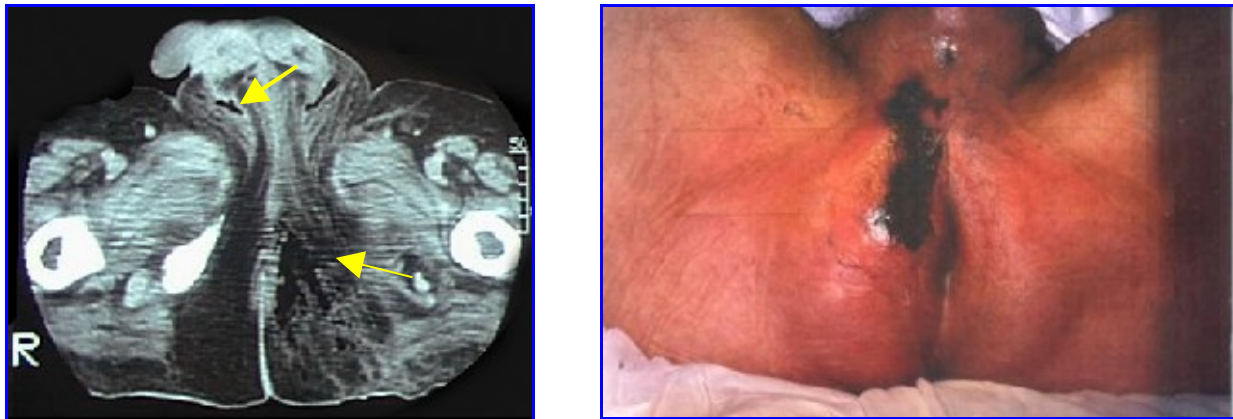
Paciente neutropénico con gangrena de Fournier. En la TAC de pelvis se observa gas en la zona escrotal y en las fosas isquiorrectales.
